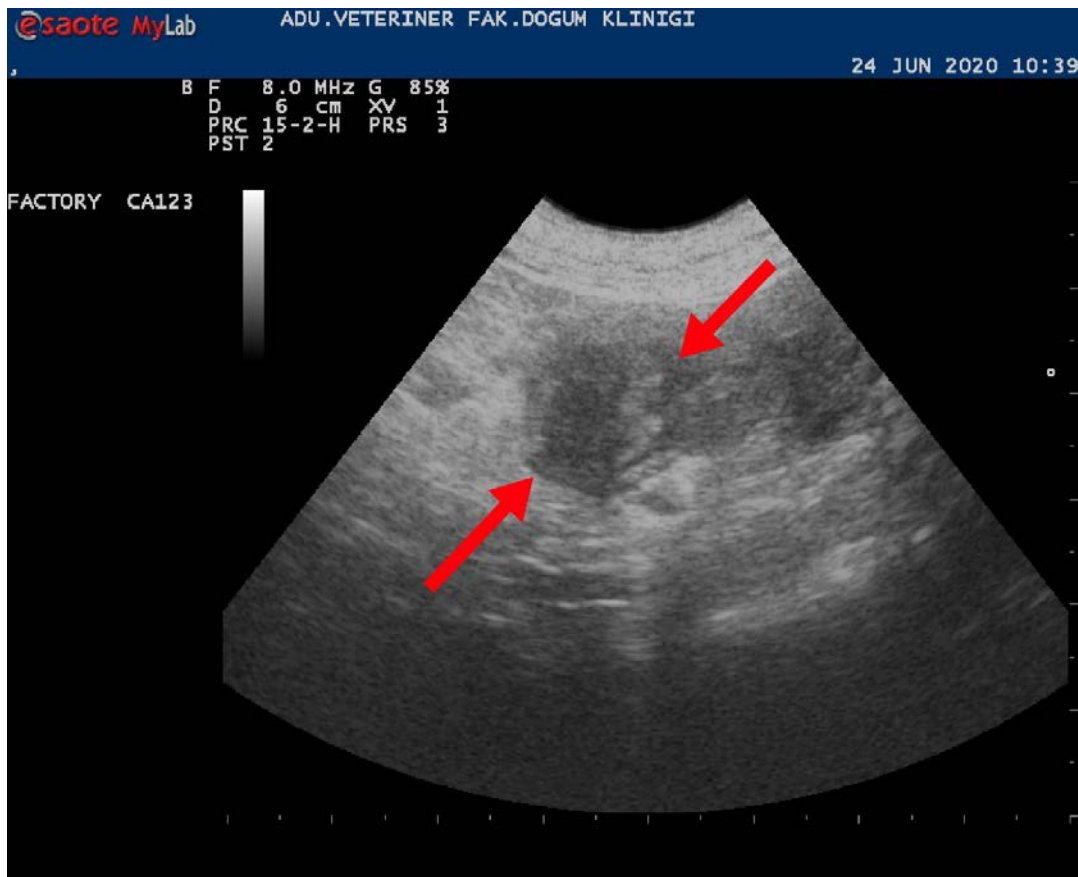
Ultrasonographic appearance of left uterine horn and hyperechoic fetal debris (red arrows)
